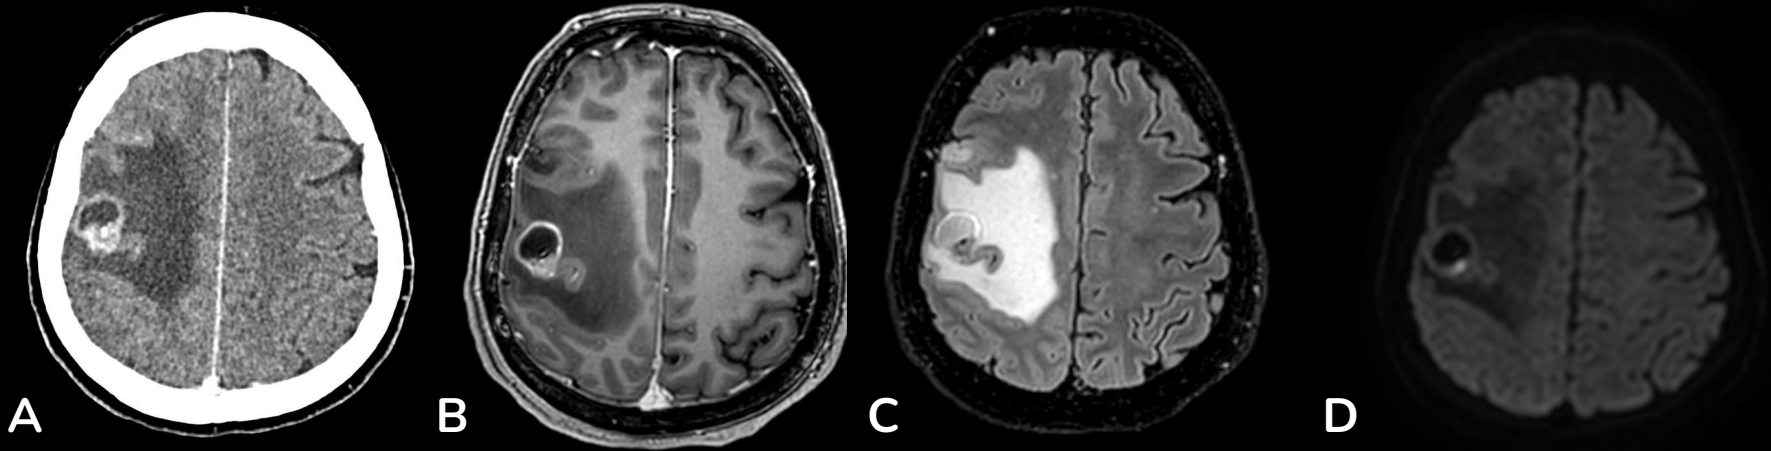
TC craneal axial post-contraste (A) y RM cerebral axial en secuencia T1 post-contraste (B), FLAIR (C) y DWI (D) que muestran una lesión ocupante de espacio de localización subcortical rolándica derecha con un realce anular, centro de aspecto quístico/necrótico, sin restricción de la difusión.
